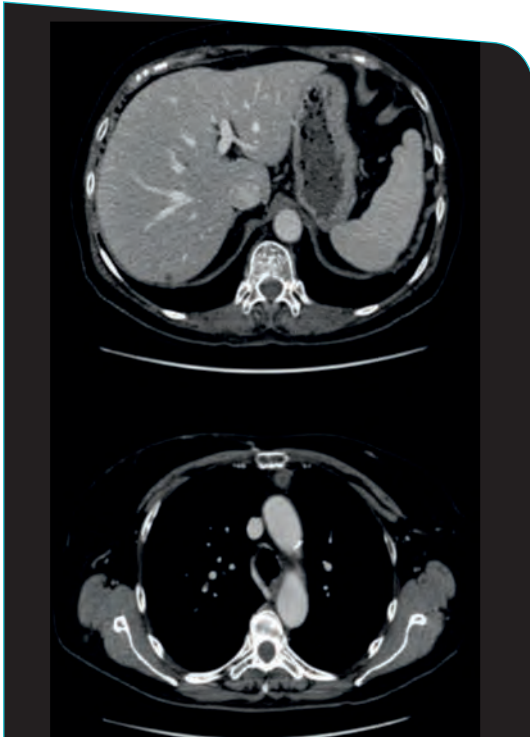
Cortes axiales de TC TAP en el que se visualizan lesión de partes blandas retroesternal y lesión hepática metastásica
